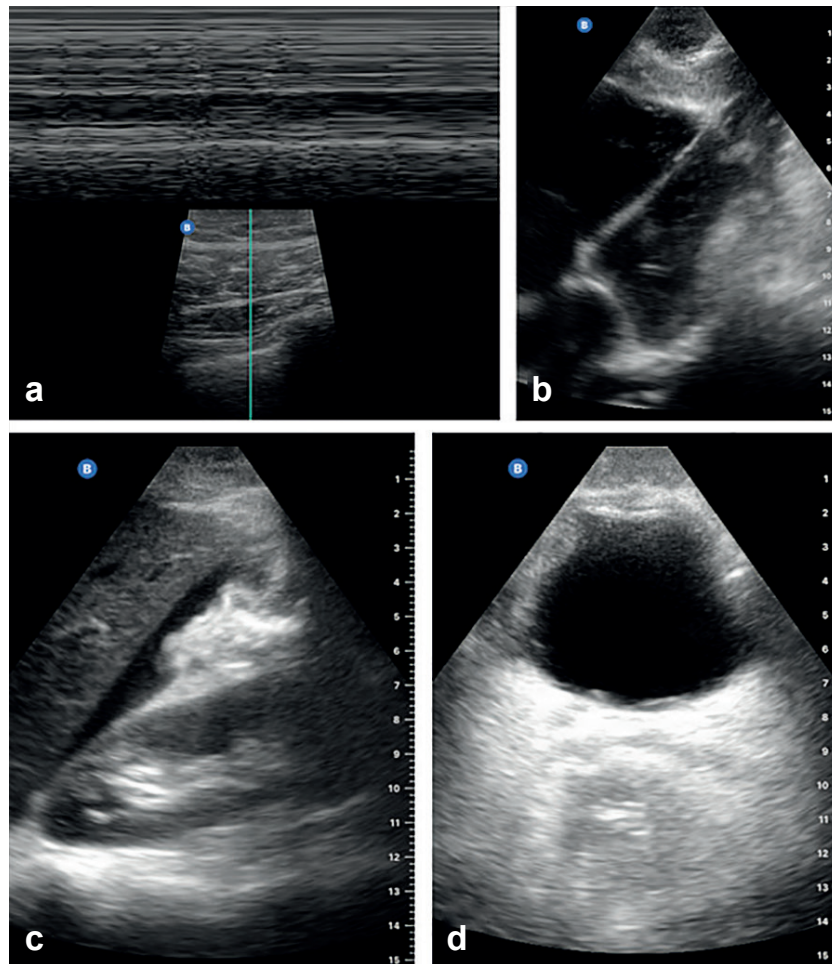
Hallazgos con el uso del protocolo E-FAST utilizando el ecógrafo portátil (Butterfly iQ+, Butterfly Network Technologies, EE.UU.). a. Signo de código de barras en modo M, escaneo pulmonar lineal. b. Ecografía subxifoidea que muestra ventana cardíaca de cuatro cámaras. c. Ultrasonido del espacio de Morrison con identificación positiva de líquido libre. d. Ultrasonido transverso suprapúbico que muestra ventana cardíaca de cuatro cámaras. Ecografía subxifoidea que muestra la ventana cardíaca de cuatro cámaras.
